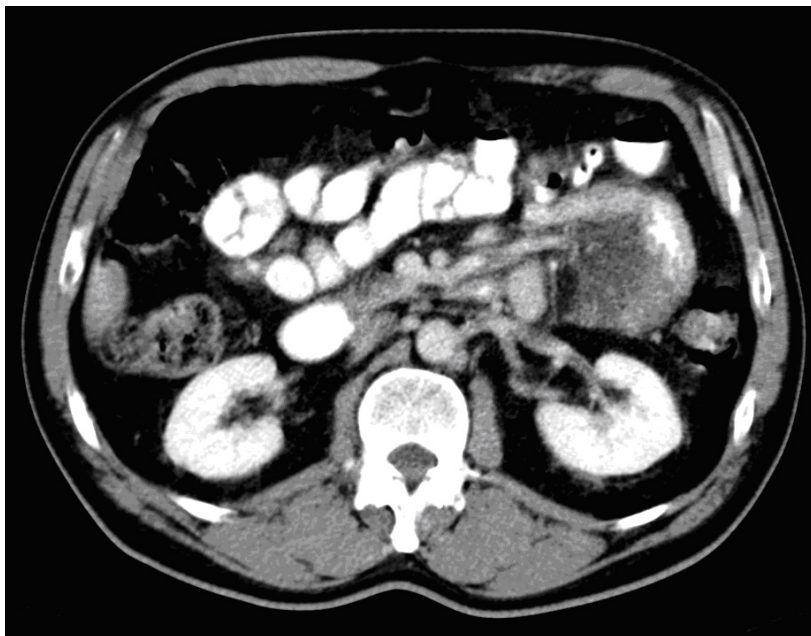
Tomografia computadorizada de abdome, demonstrando distensão de alças de intestino delgado e aglomerado de alças com espessamento do meso em flanco esquerdo.
